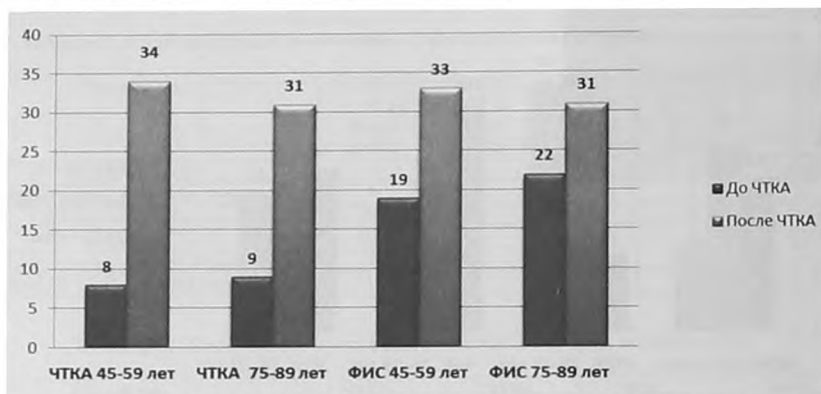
Частота наступления реперфузии при ОИМ по данным КАГ (чел.)
